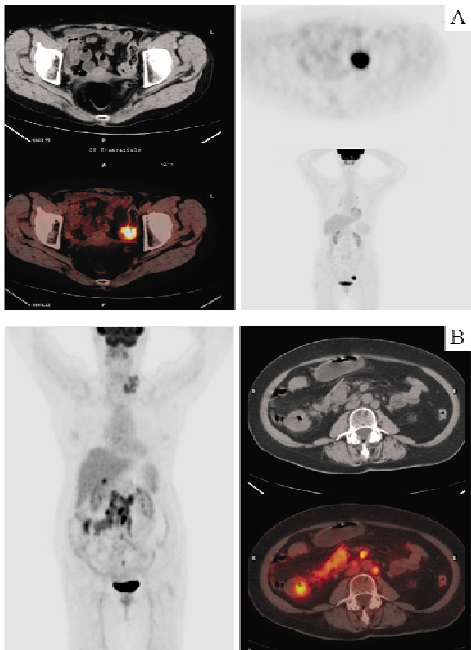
两例典型病例¹⁸F-FDG PET/CT 的检查图像
